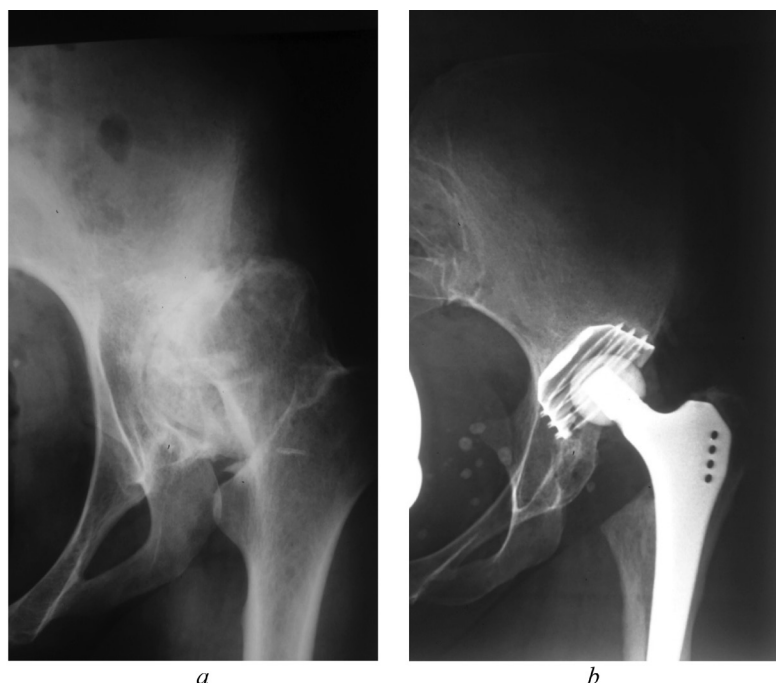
Рентгенограммы пациентки Б., 34 лет, с диагнозом левостороннего диспластического коксартроза III стадии (тип 3 по Grove): *a* – до операции; *b* – через 10 лет после эндопротезирования тазобедренного сустава (без пластики крыши вертлужной впадины, истинный центр вертлужной впадины смещен краниально на 1,5 см)
